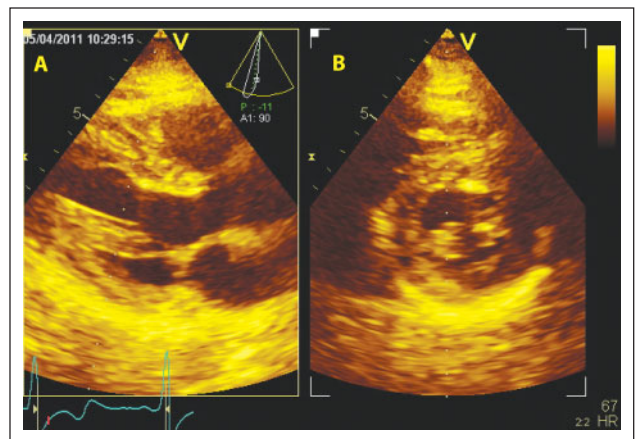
Parasternaler Längsschnitt (A) mit simultaner Darstellung des Querschnittes in Höhe der Papillarmuskel (B). Geringgradige konzentrische Linkshypertrophie (IVSd 12 mm, LVPWd 12 mm).
